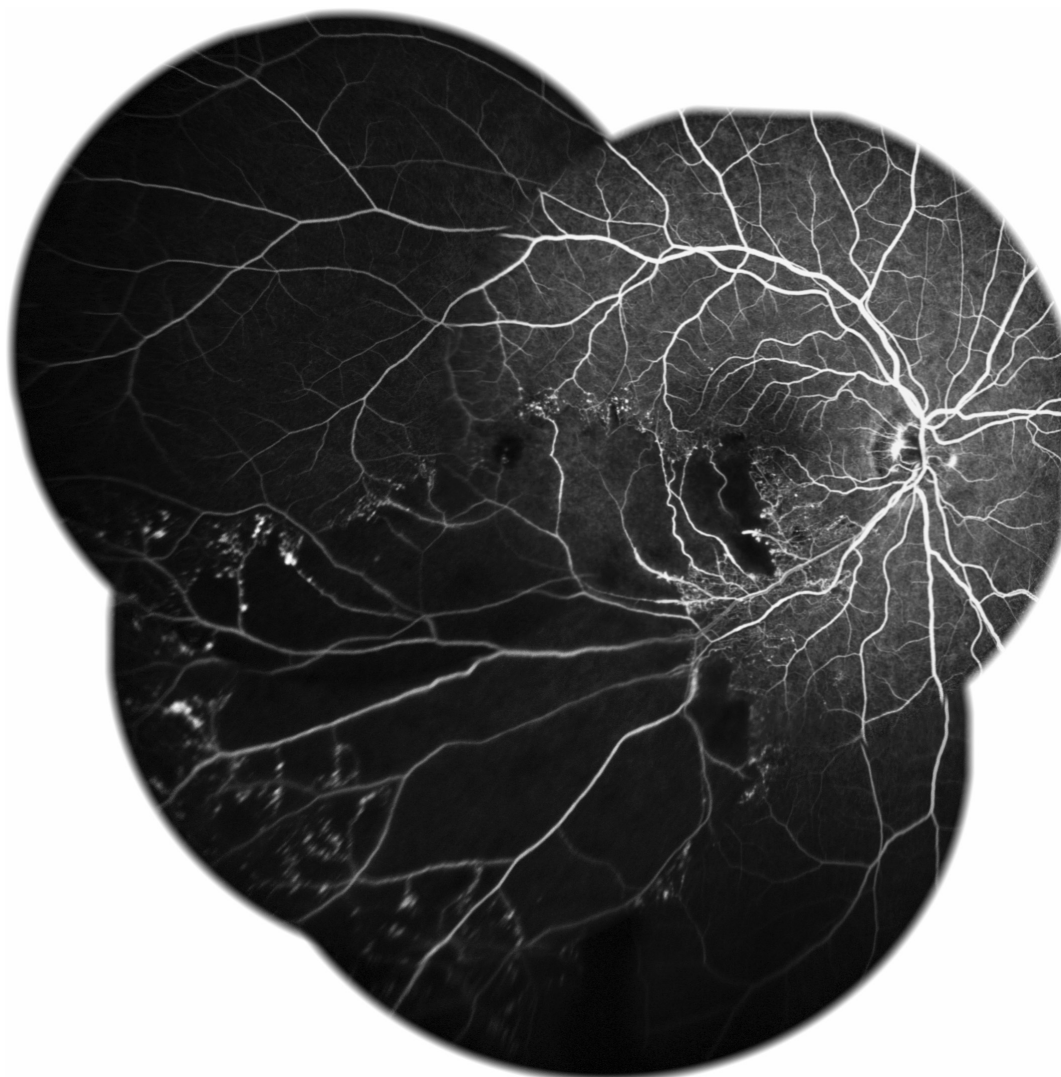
Флюоресцентная ангиография правого глаза пациентки А., венозная фаза. Имеется обширная зона неперфузируемой сетчатки в ниже-височном квадранте с захватом макулярной зоны и вплоть до крайней периферии. По краям зоны ишемии видны множественные микроаневризмы. На ДЗН — начинающееся просачивание из новообразованных сосудов, которое усиливалось по ходу исследования
